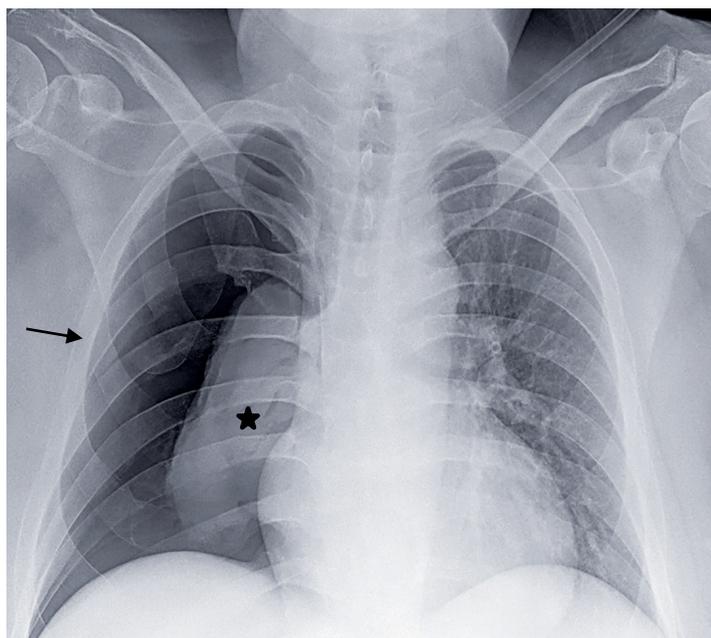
Radiografía de tórax AP portátil, donde se observa neumotórax derecho (flecha) con colapso pulmonar secundario (estrella).
